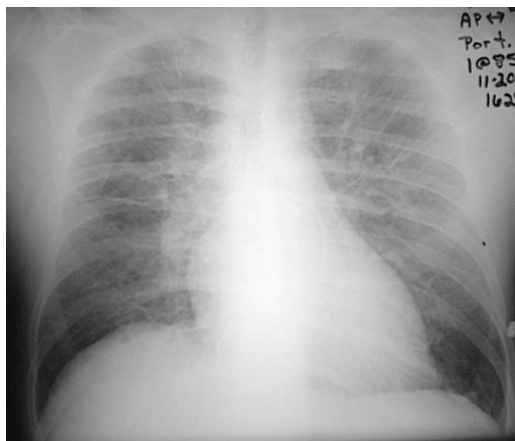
Quadro radiografico di edema polmonare interstiziale, da <http://medinfo.ufl.edu>
